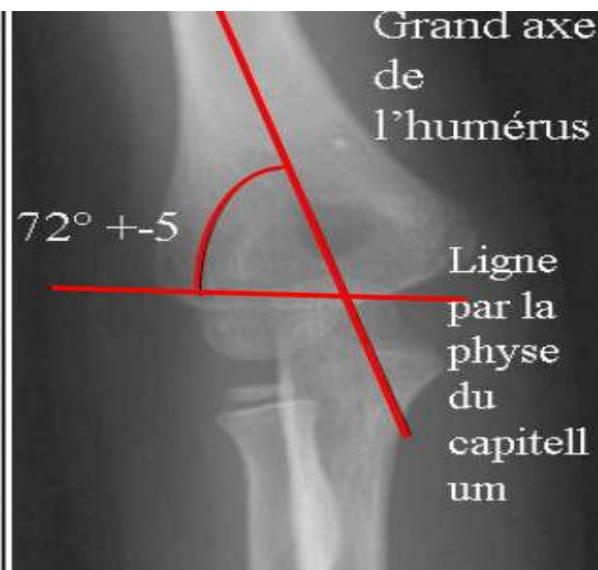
radiographie de face :
